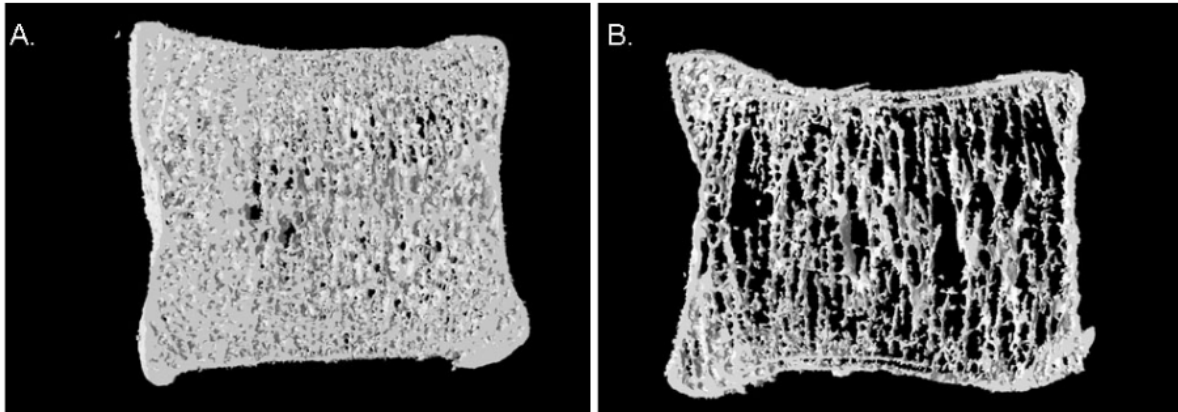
Détérioration de la microarchitecture en fonction de l'âge observée sur des vertèbres lombaires (L3). (A) : vertèbre d'un individu de 26 ans. (B) : vertèbre d'un individu de 83 ans. Images obtenues par microtomographie (résolution 35 μ m).
